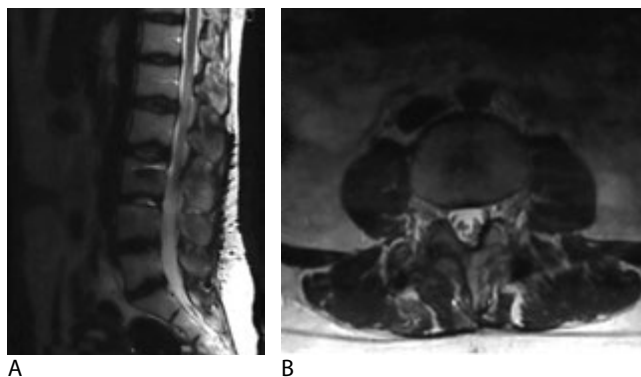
Послеоперационная МРТ через 1 год после операции: сагиттальный (А) и аксиальный (В) срезы
